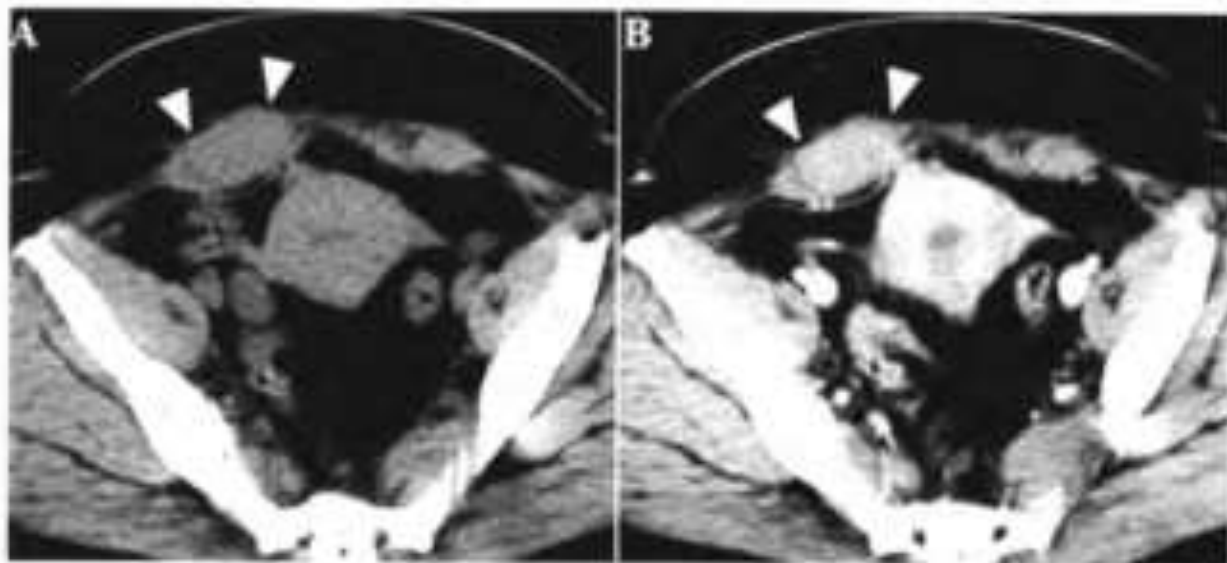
腹部 CT 图像显示位于腹直肌鞘与肌肉密度相同的病灶(白色箭头所指);图 B.增强扫描显示增强病灶
